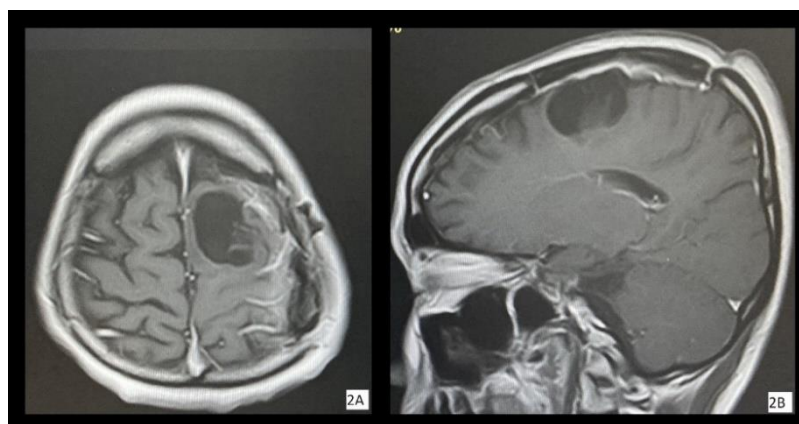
Postoperative MRI showed the residual tumor that was intentionally left to prevent weakness, 2A axial, 2B sagittal.
